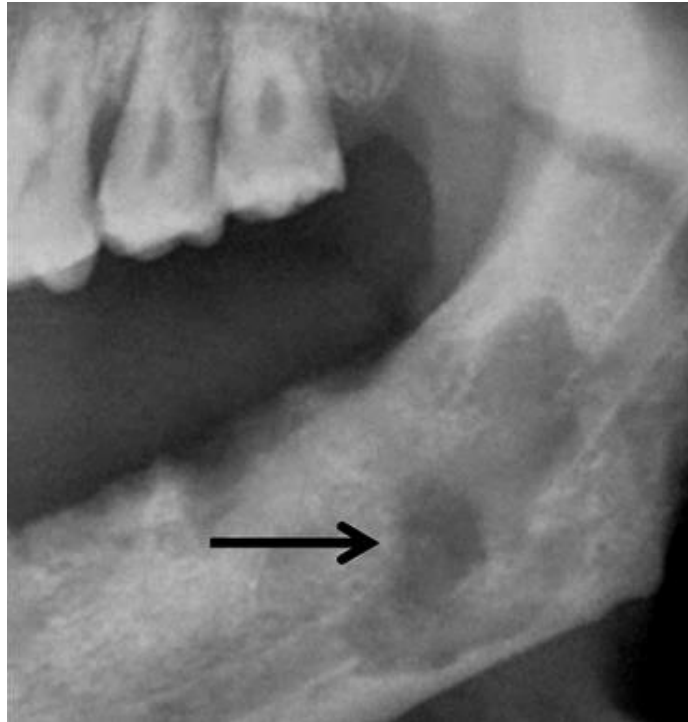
Imagem recortada de uma radiografia panorâmica, paciente homem, 25 anos, tratado por teleterapia para um teratoma nasossinusal esquerdo. A flecha representa uma lesão lítica mal definida no corpo mandibular esquerdo, representando mudanças por ORN (DESHPANDE et al., 2015).
